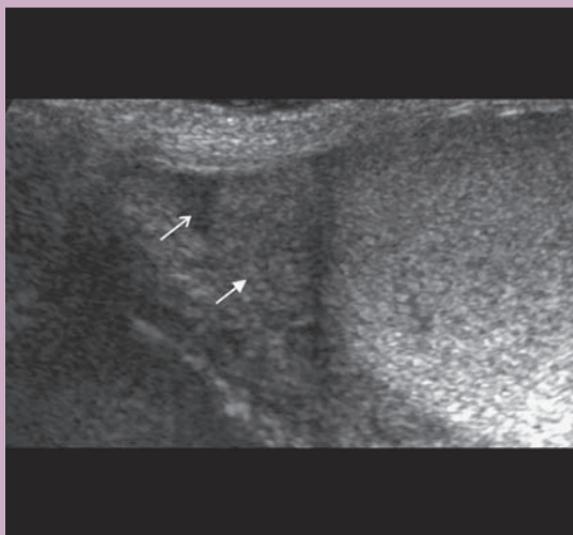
Polo superior del testículo normal. Ecografía longitudinal. Mayor ecogenicidad del testículo en la región polar que en la cabeza piramidal del epidídimo adyacente (flecha llena). Una pequeña cantidad de líquido en el escroto (flecha abierta) es normal.
